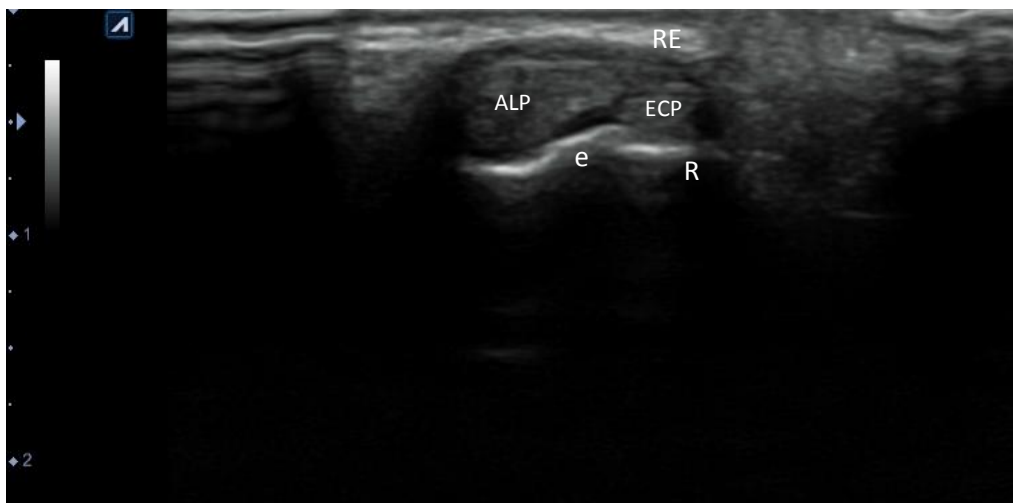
Ecografía con plano transversal de primer compartimento extensor mostrando un tabique (t) como un engrosamiento hipocogénico entre los tendones ECP y ALP desde el R al RE. Imagen de espícula ósea (e) sugerente de presencia de un tabique.
